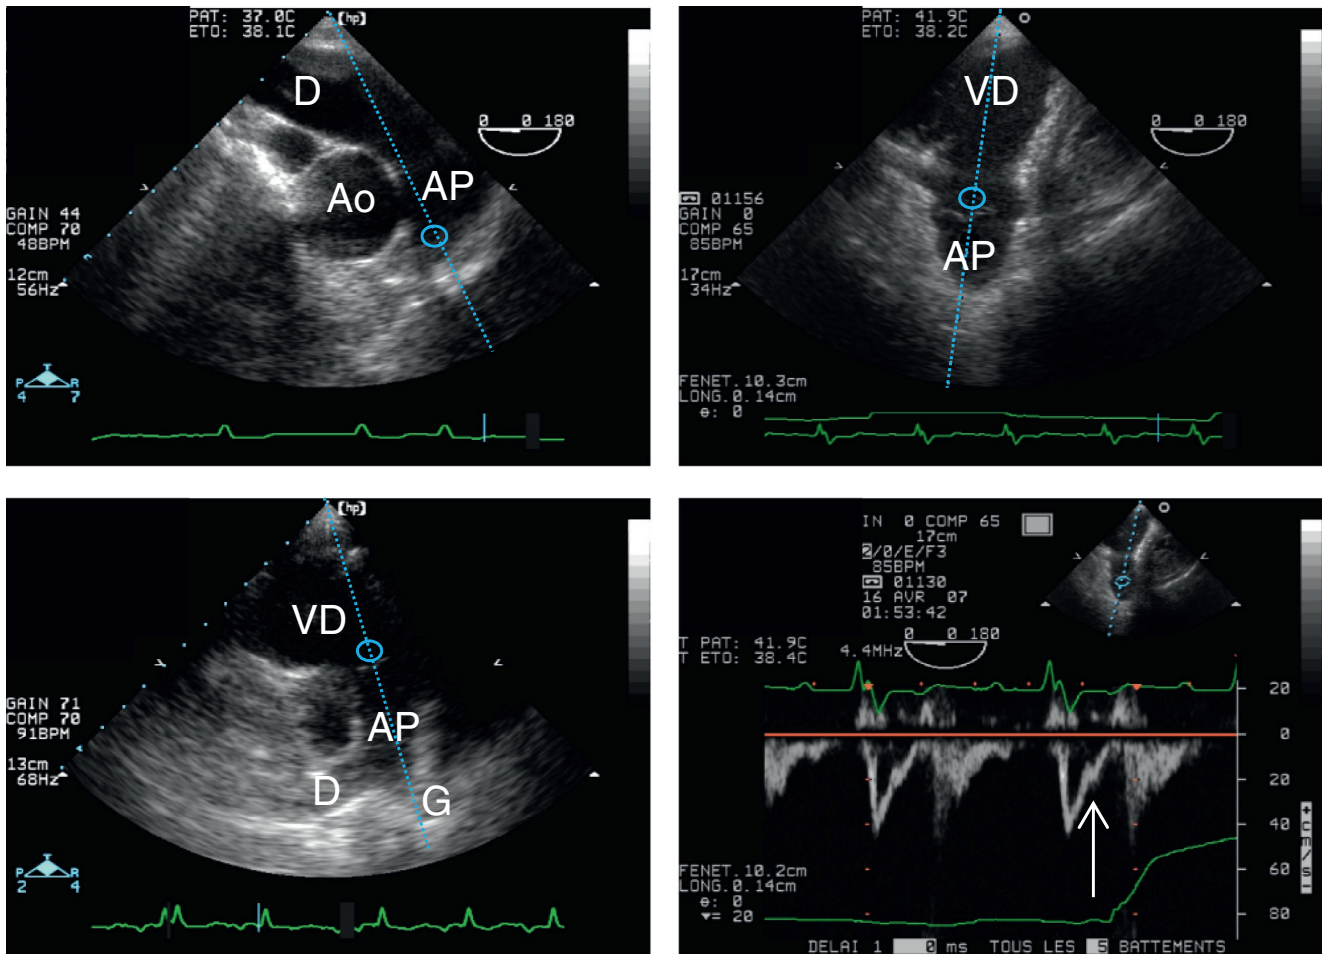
Enregistrement du profil Doppler de l'éjection ventriculaire droite. Il peut être obtenu dans la vue transoesophagienne des vaisseaux de la base (en haut à gauche) ou transgastrique profonde (en haut à droite), ou bien dans la vue parasternale petit axe des vaisseaux de la base par voie transthoracique (en bas à gauche), en plaçant la fenêtre Doppler pulsé immédiatement sous la valve pulmonaire ou dans le tronc proximal de l'artère pulmonaire (ronds bleus). Dans tous les cas, une diminution du temps d'accélération avec un pic de vitesse précoce en protosystole et la présence d'une incisure mésosystolique (en bas à droite, flèche) sont en faveur d'une hypertension artérielle pulmonaire sévère.
